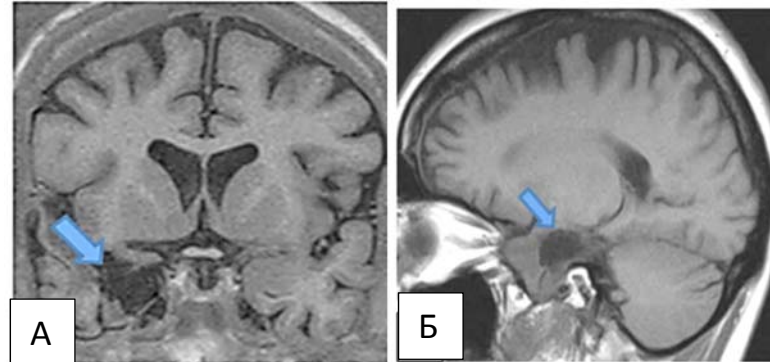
Послеоперационная МРТ головного мозга 1,5Т, Т1-режим. Выполнена САГЭ (отмечено синей стрелкой): А-коронарная проекция, Б-сагиттальная проекция.
